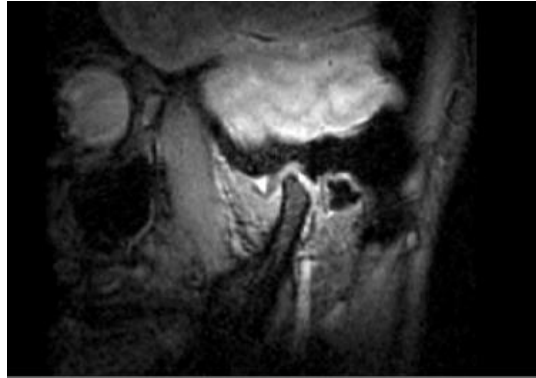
Corte sagital en secuencia T2 de una RM donde se aprecia una imagen hiperintensa en la región anterior de la articulación compatible con edema articular.
